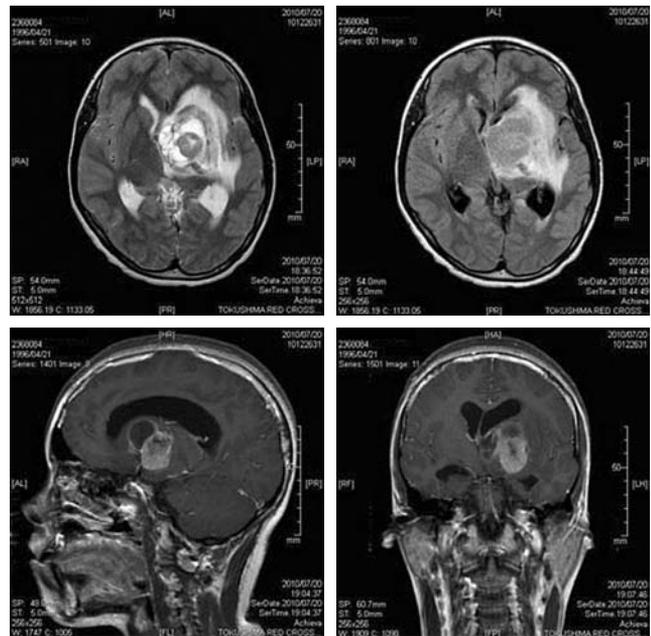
発症時の脳 MRI 所見。T2 強調画像。左鞍上部から脳室周囲に拡がる巨大な腫瘍を認めた。
